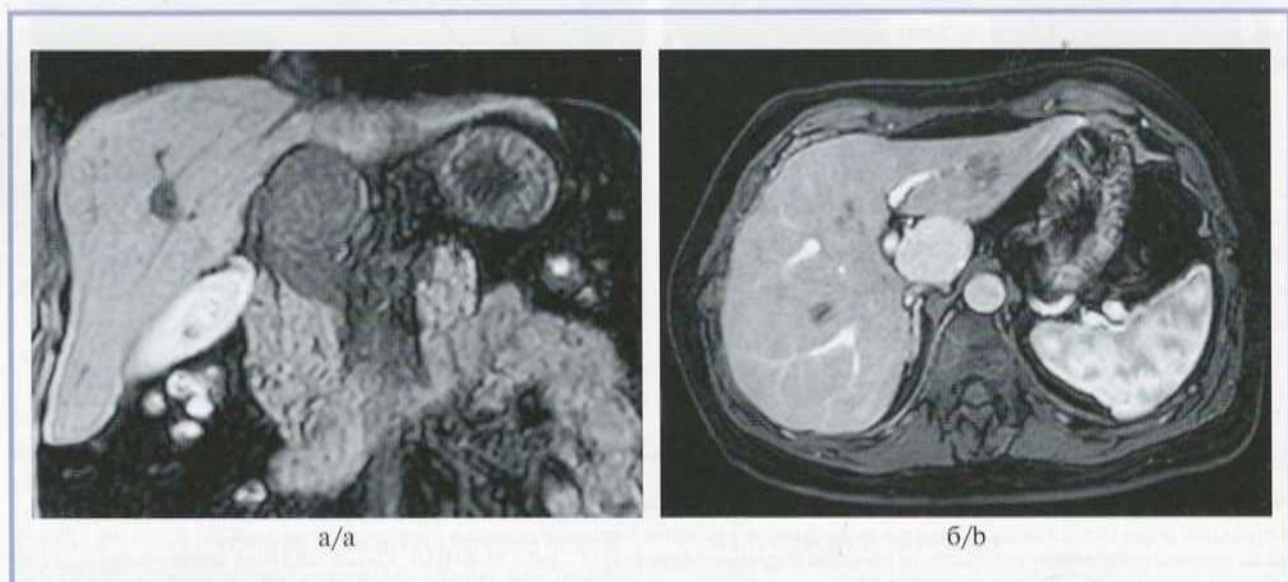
МР-томограммы органов брюшной полости.
